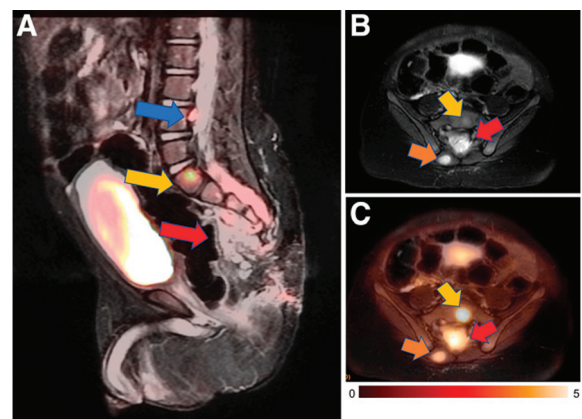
$^{18}\text{F}$ -FDG PET/MRI 示 18 月龄男性患儿转移性生殖细胞肿瘤侵犯椎管。(A) 矢状位短时反转恢复图像与同时采集的 $^{18}\text{F}$ -FDG PET 图像融合,显示骶前肿块(红箭头示)延伸至椎管内,同时可见  $S_1$  椎骨 $^{18}\text{F}$ -FDG 高摄取灶(黄箭头示)和  $L_4$  椎体后方硬膜外病灶(蓝箭头示)。(B) 轴位  $T_2$  加权快速恢复 FSE 压脂图像示软组织肿块侵犯椎管(红箭头示)及  $S_1$ (黄箭头示)和右侧脊柱旁肌肉(橙箭头示)内转移灶。(C) 快速恢复 FSE 压脂图像与 $^{18}\text{F}$ -FDG PET 图像融合,显示所有病灶呈高代谢。PET/MRI 提供的信息通过显示椎管内转移灶和病灶范围有助于分期,从而改善患者管理。本例患者在 PET/MRI 检查后即刻开始化疗
